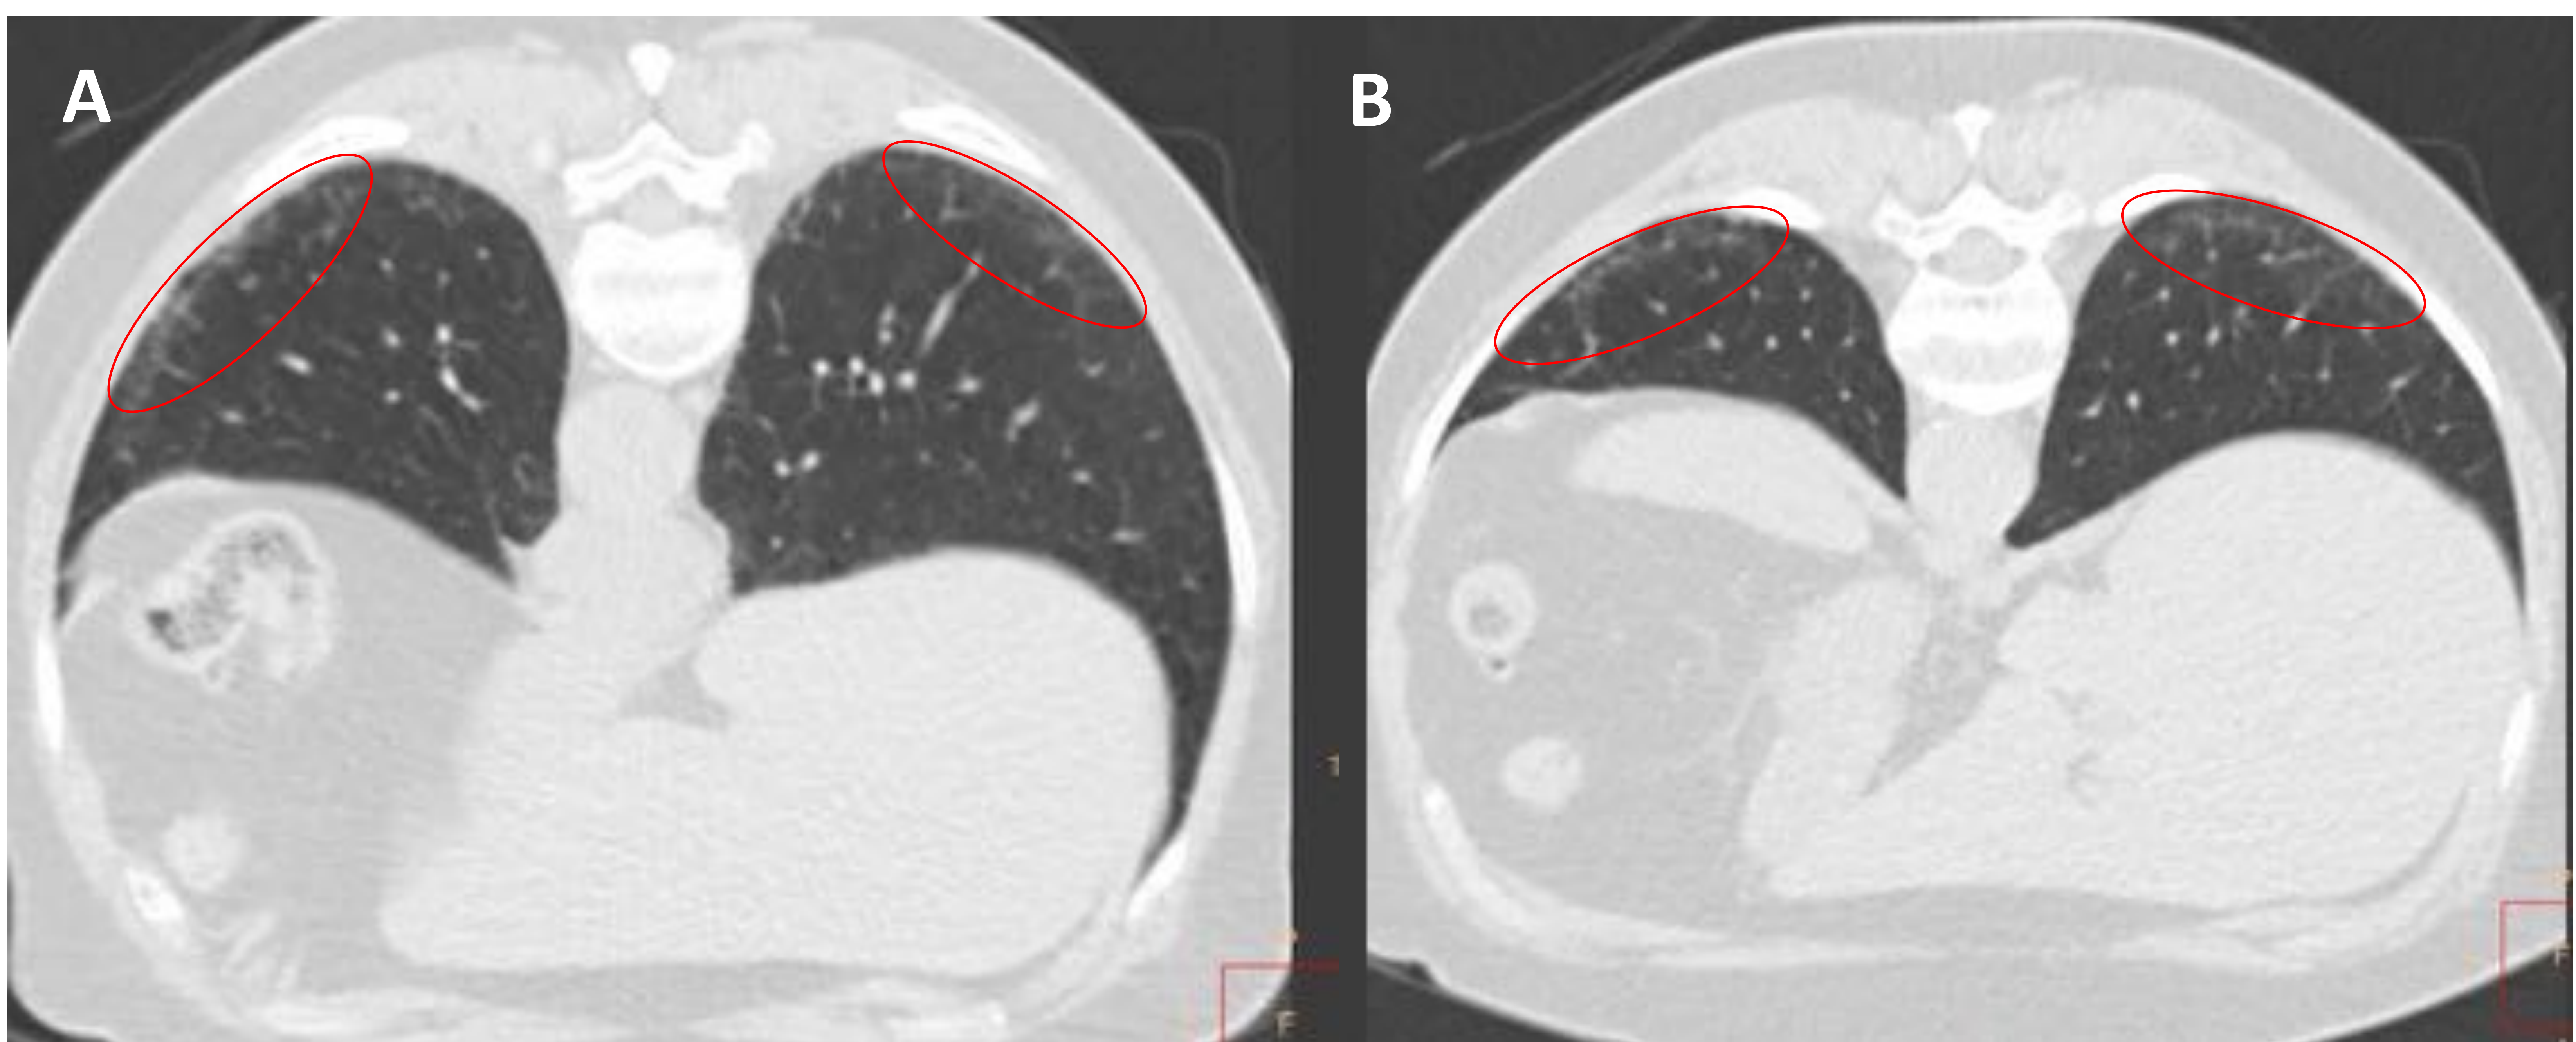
A) y B) TC torácica axial sin CIV en decúbito prono con ventana de parénquima en la que se observa la persistencia de las imágenes descritas en la figura 17 (círculos), confirmando la existencia de patrón intersticial.
